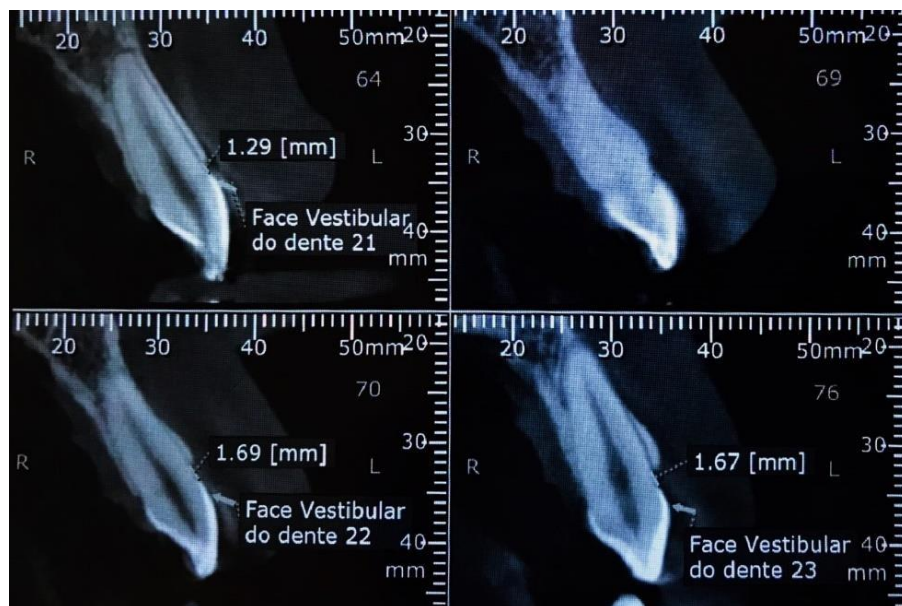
STCBCT dos dentes 21, 22, 23 com as medidas da JCE à CO.
